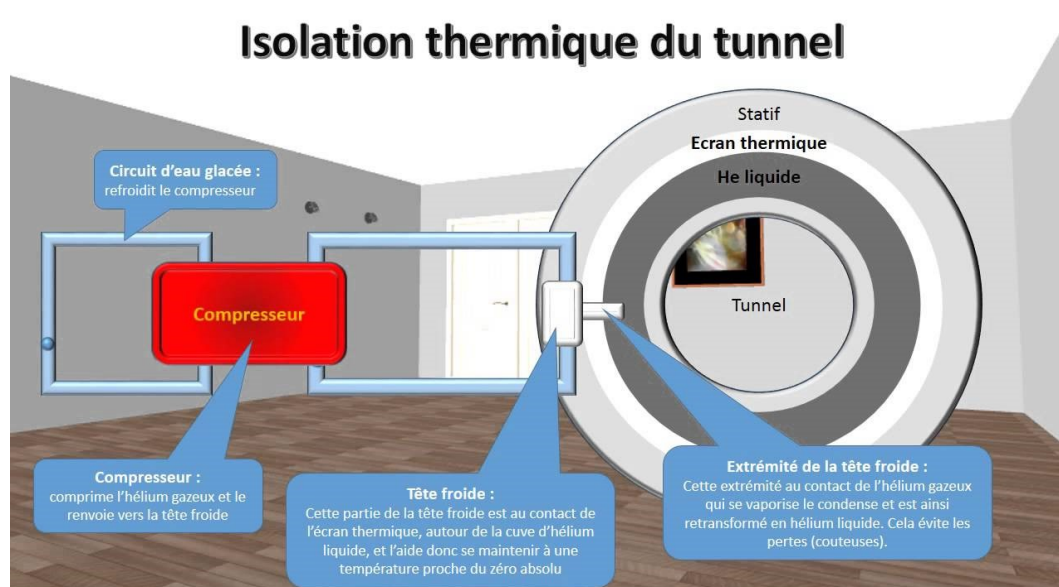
Système de refroidissement de l'hélium et de l'aimant au sein d'une IRM
